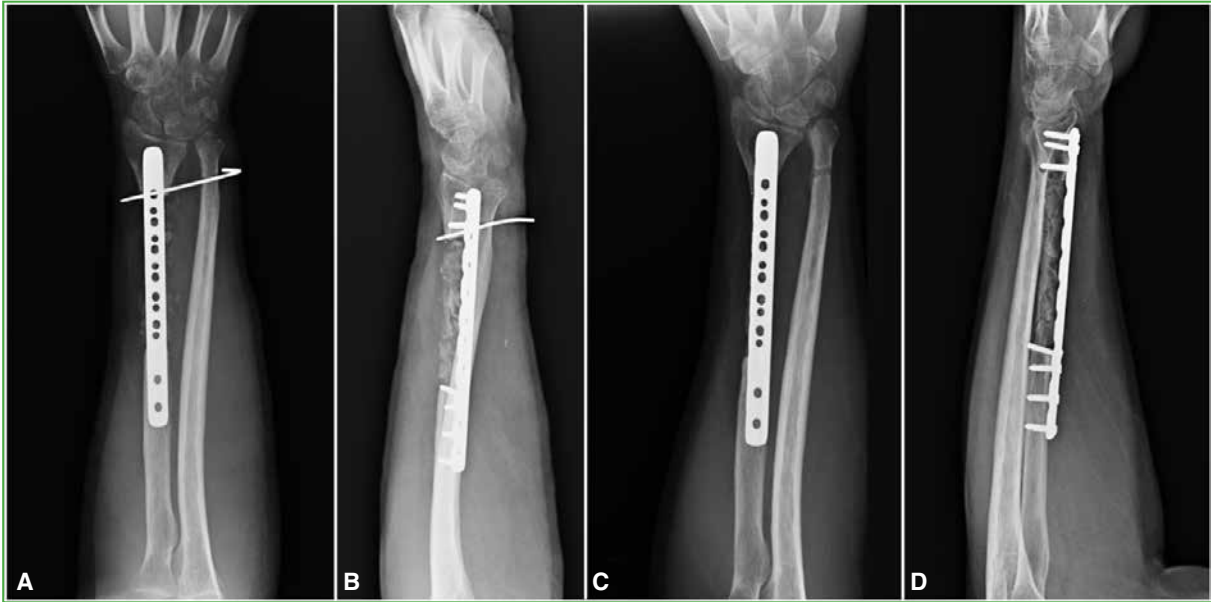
Radiografías anteroposterior (A) y lateral (B) de antebrazo, al mes y a los 3 meses de la cirugía (C y D).
